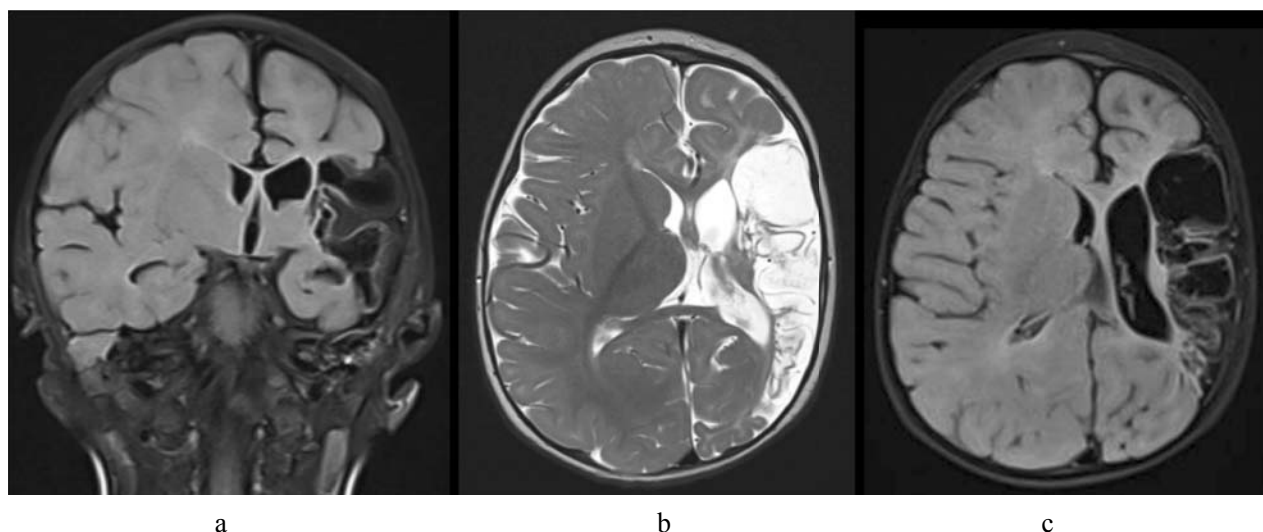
IRM cerebral: AVC sechelar în teritoriul profund și superficial al ACM stângi (1a: secțiune coronală FLAIR, 1b: secțiune axială T2, 1c: secțiune axială FLAIR)
